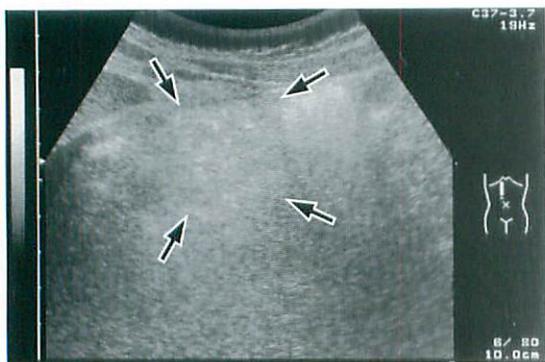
Transabdominal ultrasonographic image of the right mid - abdomen shows moderately hyperechoic ovoid structure (arrows) between the abdominal wall and right hemicolon. Compression of this lesion caused moderate pain.
